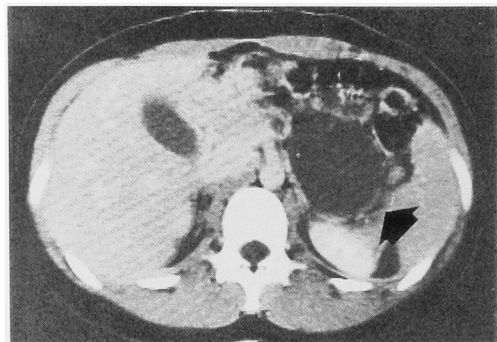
Enhanced CT indicates the existence of capsule surrounding cystic mass.
